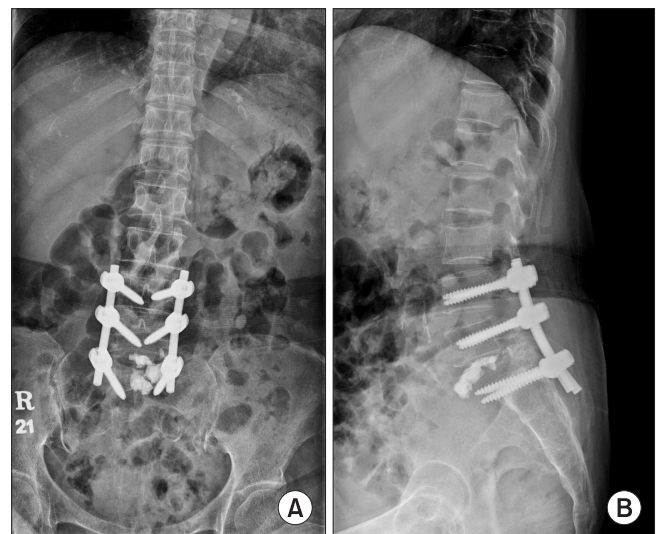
Lumbar spine anteroposterior (A), lateral (B) radiographs showing pedicle screw instrumentation in L45S1.
